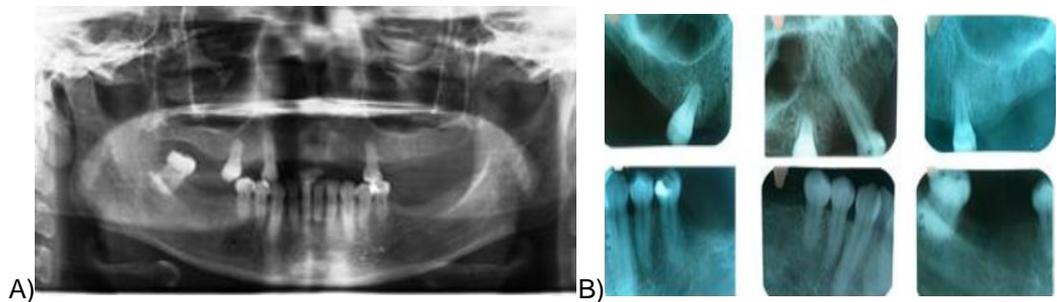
A) Radiografía panorámica, B) Radiografías periapicales.
